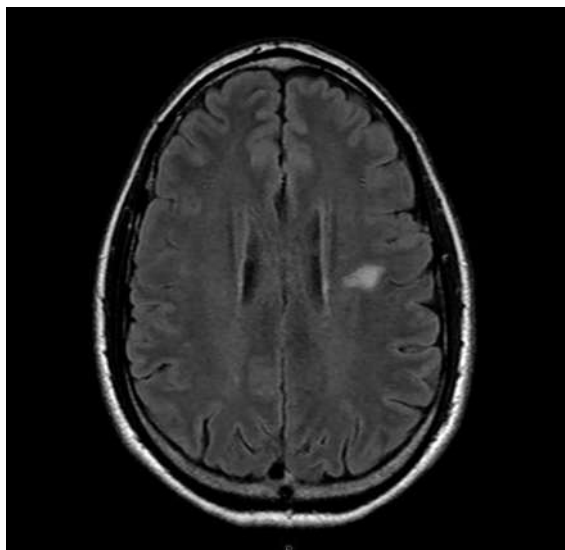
MRI-Schädel: Frische Ischämie periventrikulär links im Bereich der weissen Substanz.
